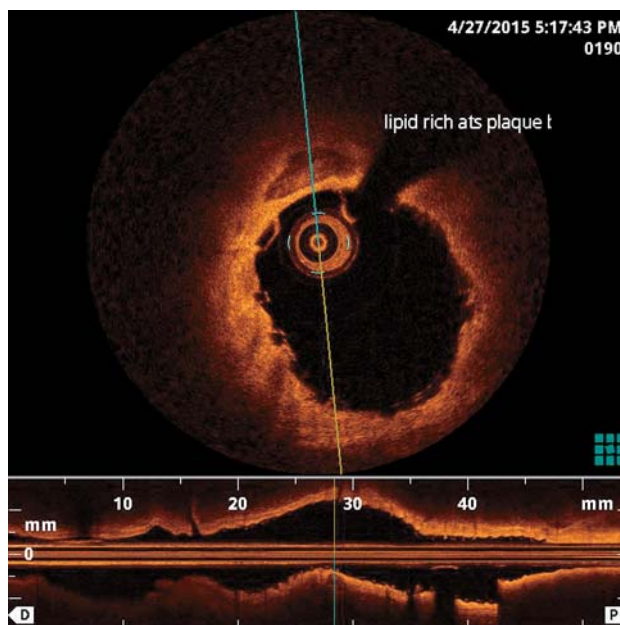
На срезе оптической когерентной томограммы на 12 часов визуализируется атеросклеротическая бляшка с высоким содержанием липидов. На изображении также хорошо видны балки установленного биорезорбируемого внутрисосудистого каркаса. Характерным является то, что в отличие от коронарного проводника балки каркаса не оставляют тени. Это обусловлено тем, что материал каркаса, полимер молочной кислоты, проницаем для света.
